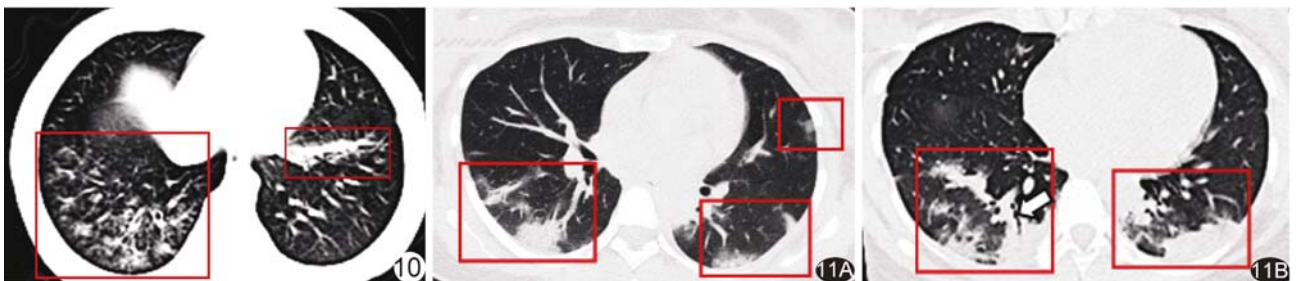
患儿男,4 岁,COVID-19 发热、咳嗽 5 天,有明确 COVID-19 患者接触史。白细胞 $5.30 \times 10^9/L$,2019-nCoV 核酸阳性。CT 示右下肺下叶多发 GGO,左肺下叶条片影 图 11 患者女,26 岁,孕 29 周,COVID-19,发热,最高体温 38.5℃,2019-nCoV 核酸阳性 A. 早期 CT 见胸膜下出现结节状及小斑片状 GGO,边界尚清晰,双下肺肺血管增粗,并见细网格影; B. 进展期病灶明显增多,密度增高呈实变,其内网格影较前更加明显,病灶边界欠清晰,实变中可见充气支气管征
